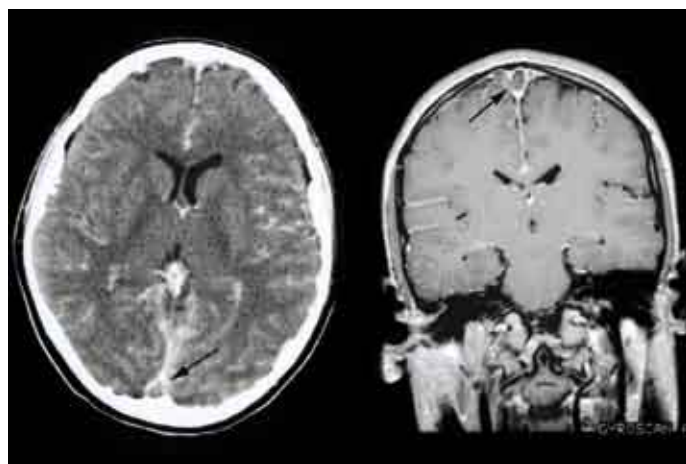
TC (izda.) y RM (dcha.) que demuestra trombosis del seno longitudinal superior ("signo de la delta vacía") en paciente diagnosticado de otitis media.
